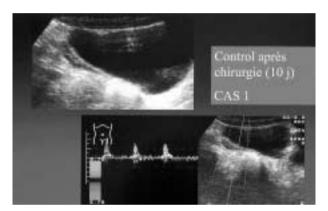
Ecografía doppler caso 1.
